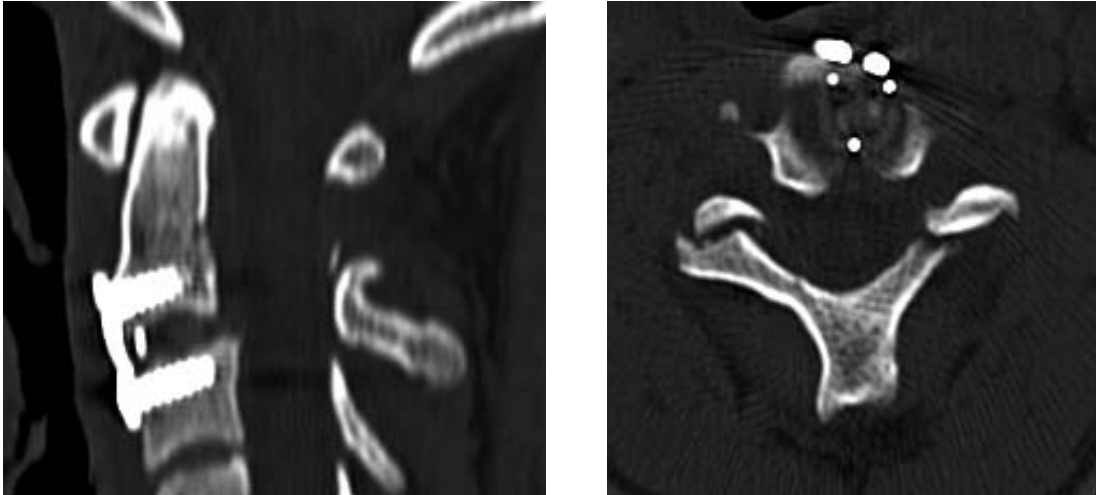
СКТ-контроль после операции. Смещение тела С2 позвонка устранено. Ось позвоночника восстановлена. Положение металлоконструкции и межтелового импланта удовлетворительное.
